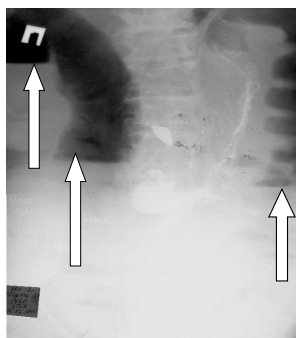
Обзорная рентгенограмма брюшной полости при третьей степени субкомпенсированной формы нарушений толстокишечной проходимости на фоне пассажа бариевой взвеси. Стрелки указывают на горизонтальные уровни жидкости в восходящей и поперечной ободочной кишках и над опухолью
